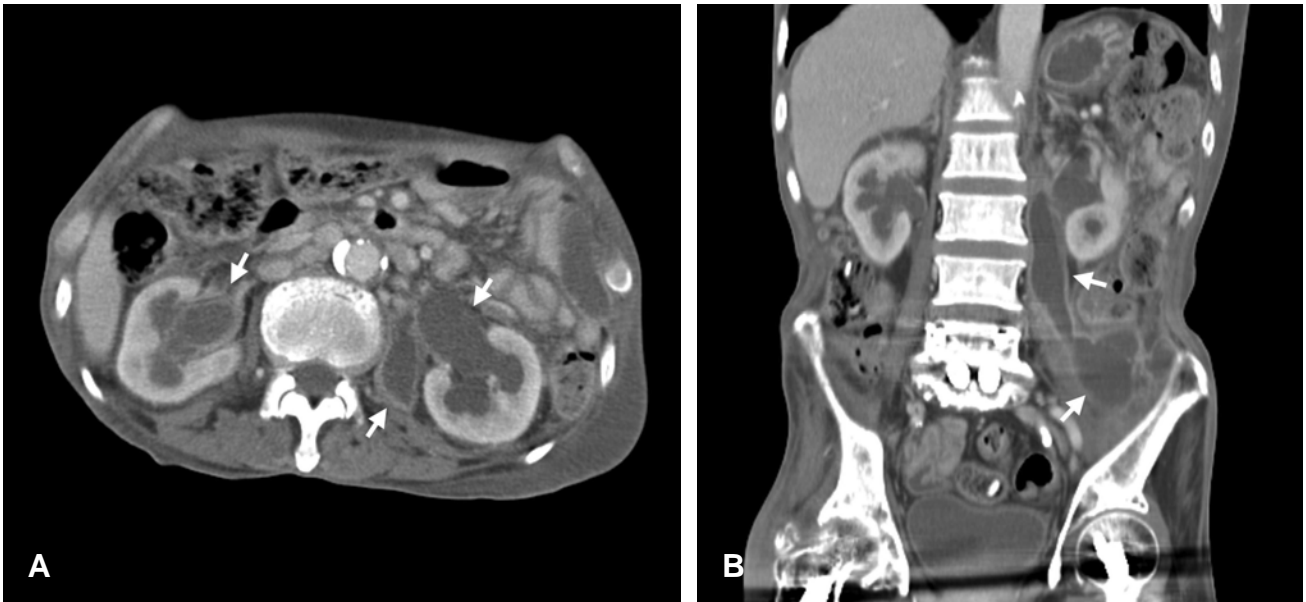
Enhanced abdomino-pelvic computed tomography (CT) shows bilateral hydronephrosis with diffuse circumferential enhancement of both ureters and multilobulated fluid collection with peripheral enhancement in the pararenal space and left psoas, iliacus, and transversus abdominis muscles.
